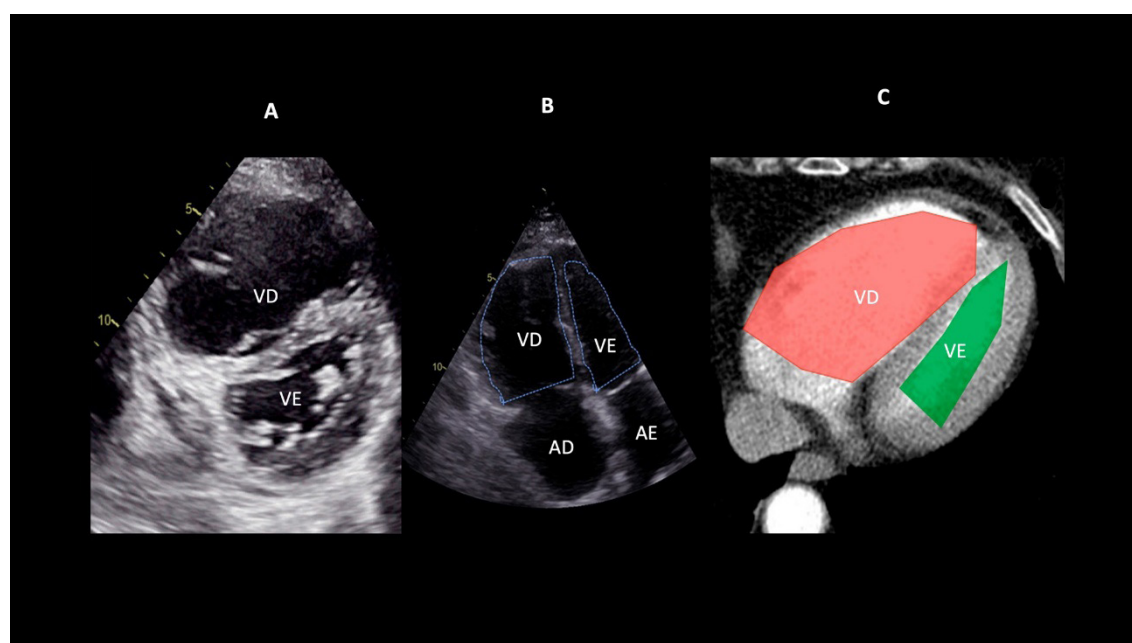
Sobrecarga pressórica e/ou disfunção do ventrículo direito (VD) A: retificação do septo ventricular com dilatação do VD ao corte paraesternal transverso; B: dilatação do VD avaliada ao corte apical pela relação área diastólica final VD/VE (>0,6 leve; 1-2 importante; >2 severa); C: equivalente da relação VD/VE avaliada pela angio-TC. VD: ventrículo direito; VE: ventrículo esquerdo; AD: átrio direito; AE: átrio esquerdo.
